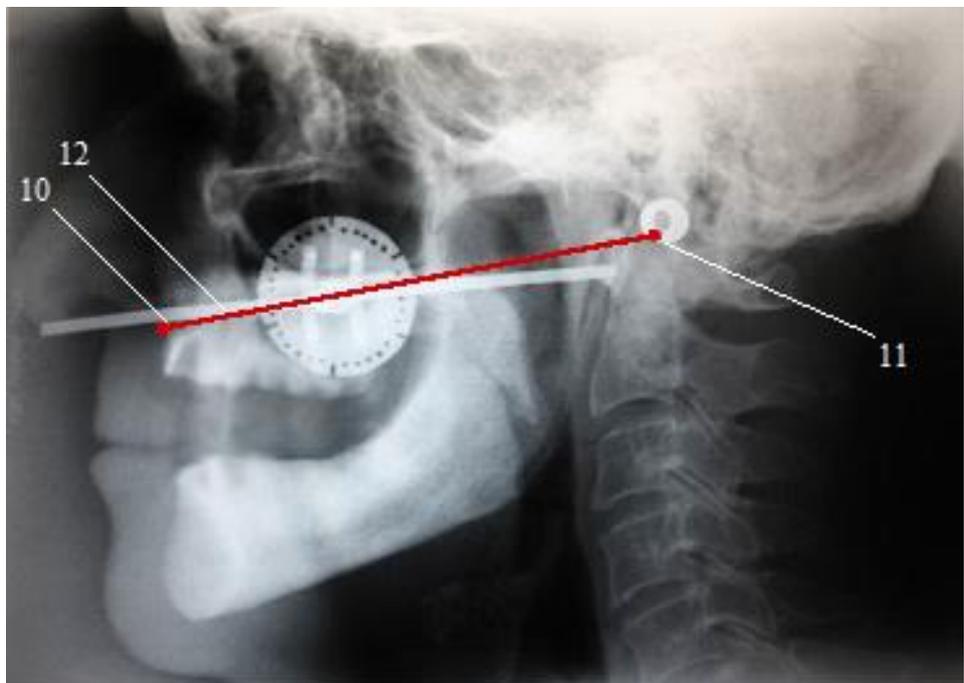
Боковая телерентгенограмма головы с устройством для определения индивидуальной носоушной линии: передняя носовая ось – 10, основание наружного слухового прохода – 11, камперовская горизонталь – 12
